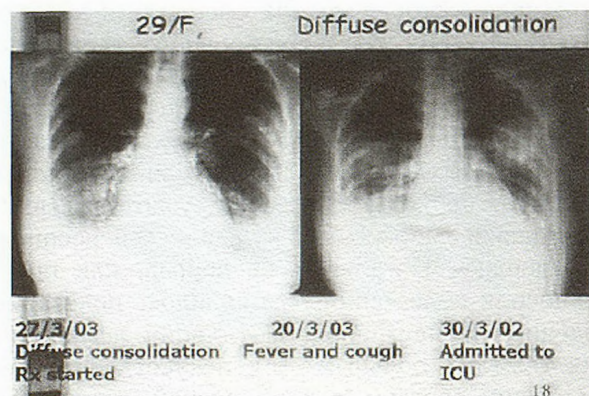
Рентгенограмма больной с ТОРС 29 лет.
